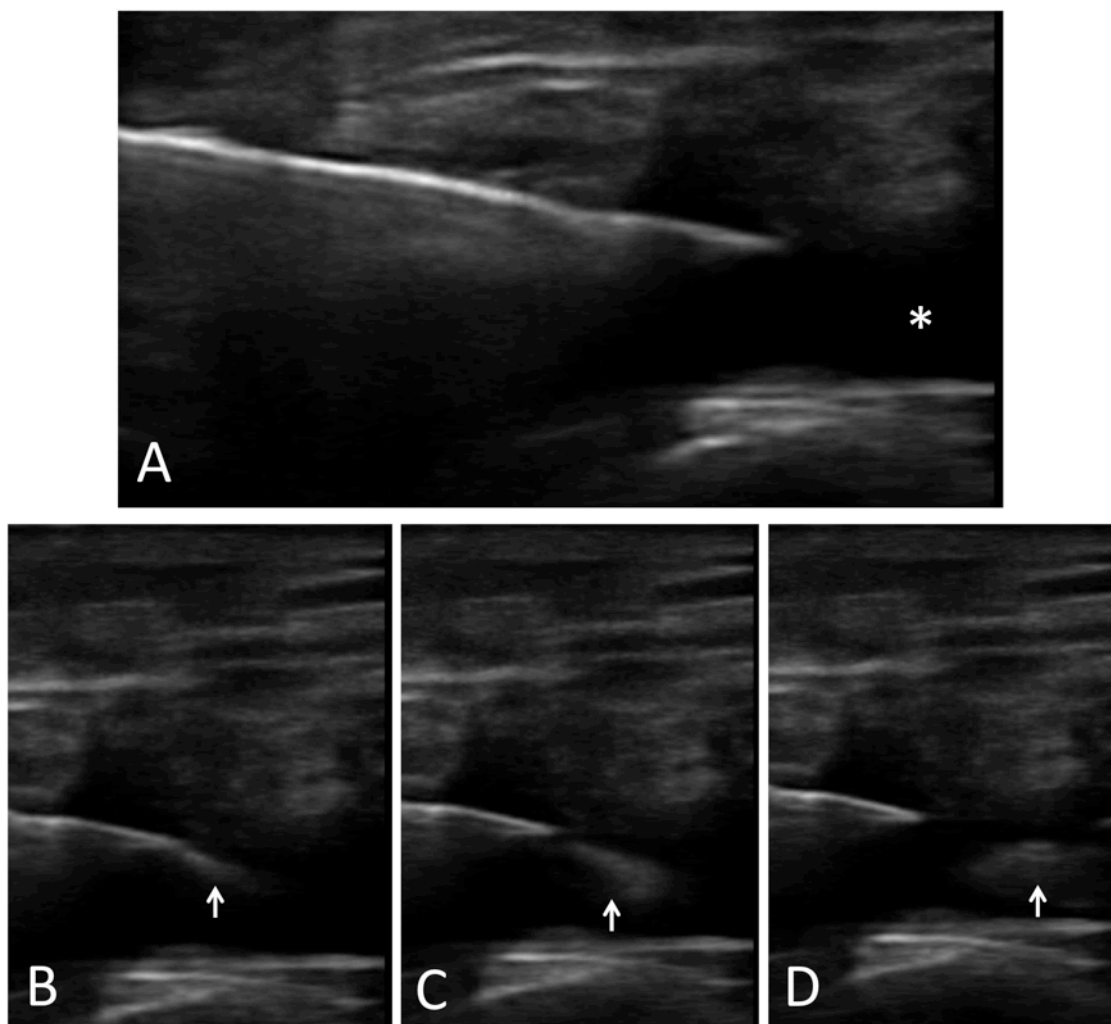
Aspect échographique d'une infiltration d'acétonide de triamcinolone. (A) positionnement en intra articulaire de l'aiguille (fine bande hyperéchogène), en plein épanchement (*). (B, C et D) passage de l'acétonide de triamcinolone dans la cavité articulaire (flèches).
